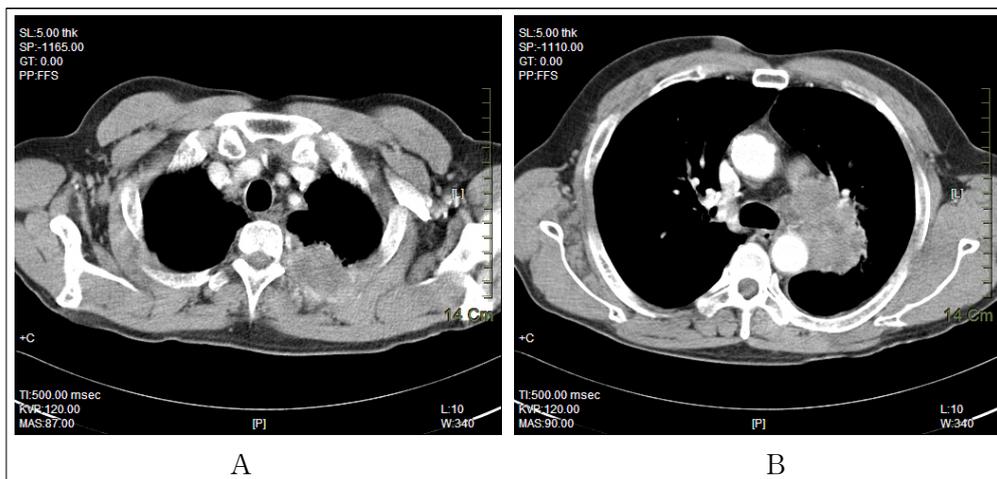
Computed tomogram of the chest shows a 4.7 cm-sized mass in the left upper lobe with invasion of chest wall including left 3rd rib (A) and an about 6.3-cm sized conglomerated mass in the left hilar area (B).
